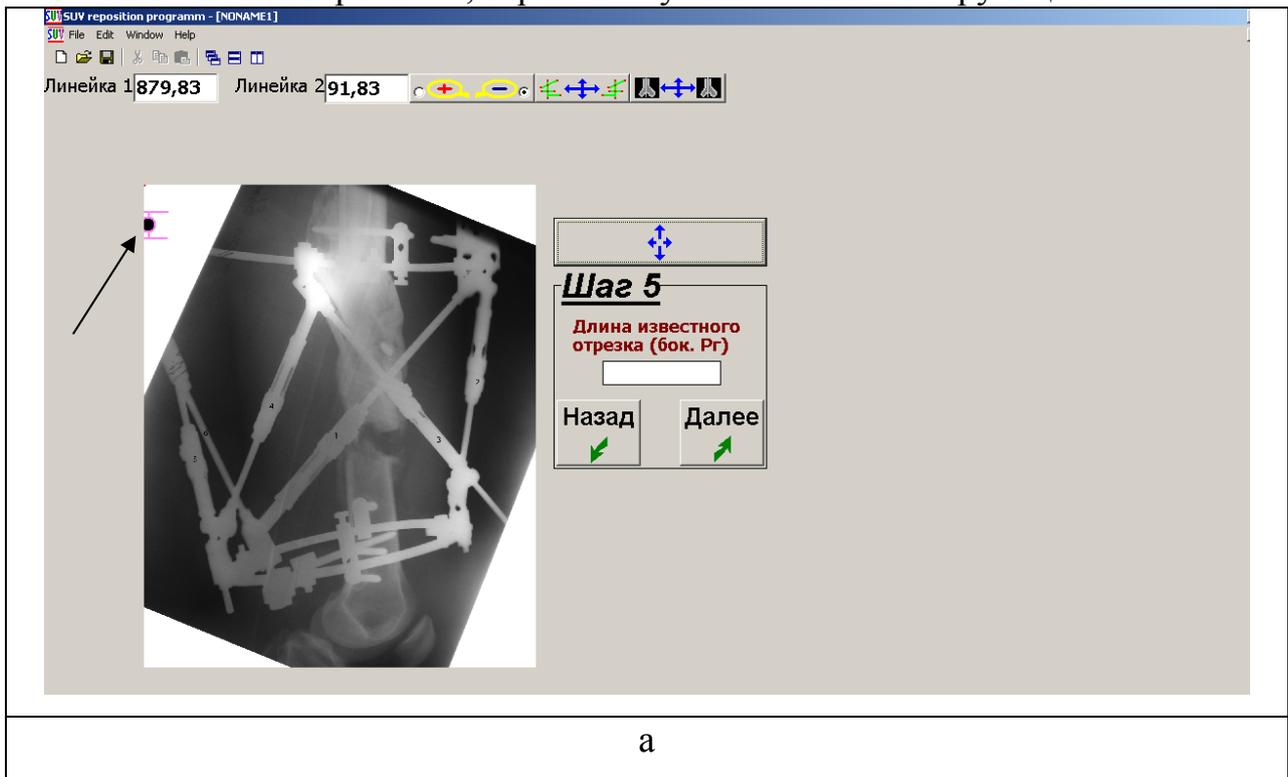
Вид окна программы Орто-СУВ после выполнения Шага 4 «Масштабирование прямой рентгенограммы»: а – до масштабирования; б – после масштабирования; стрелками указаны масштабирующие линейки
